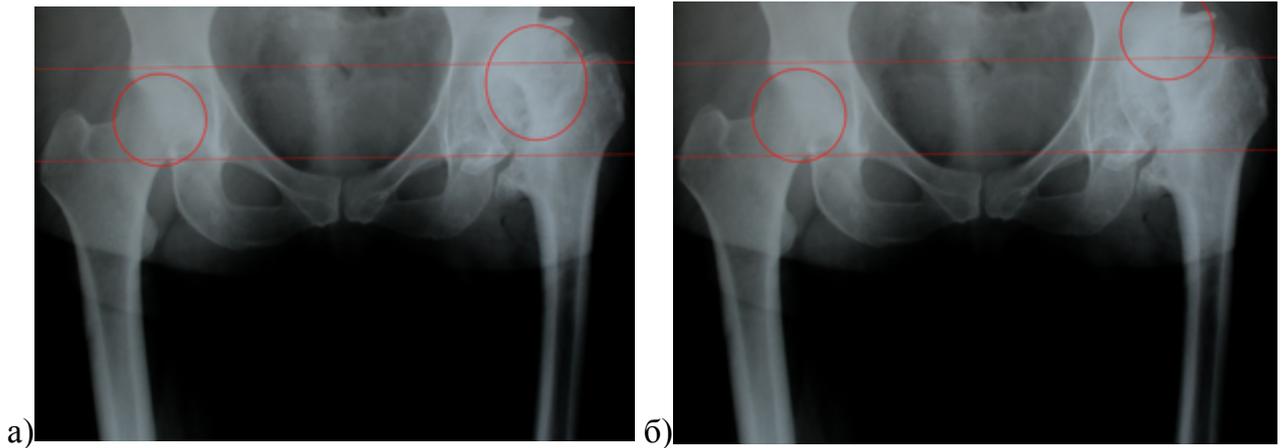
Рентгенограммы таз пациентки 44 лет, форма смещенной головки позволяет по-разному трактовать степень смещения: а) нижний край деформированной головки лишь на 7 мм находится выше линии, соединяющей «фигуры слезы» и большая часть головки контактирует с истинной вертлужной впадиной, соответственно можно трактовать данный тип, как В1 по Hartofilakidis; б) обозначена виртуальная головка, так как она бы располагалась при отсутствии ее деформации, величина разрыва линии Shenton составляет 36 мм, поэтому данный тип мы трактовали, как В2 по Hartofilakidis
